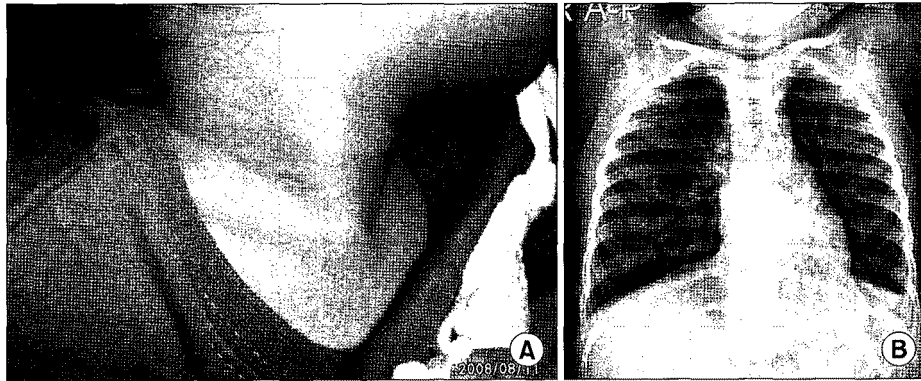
A scar of cannulation site (A). Chest X-ray before discharge (B).
